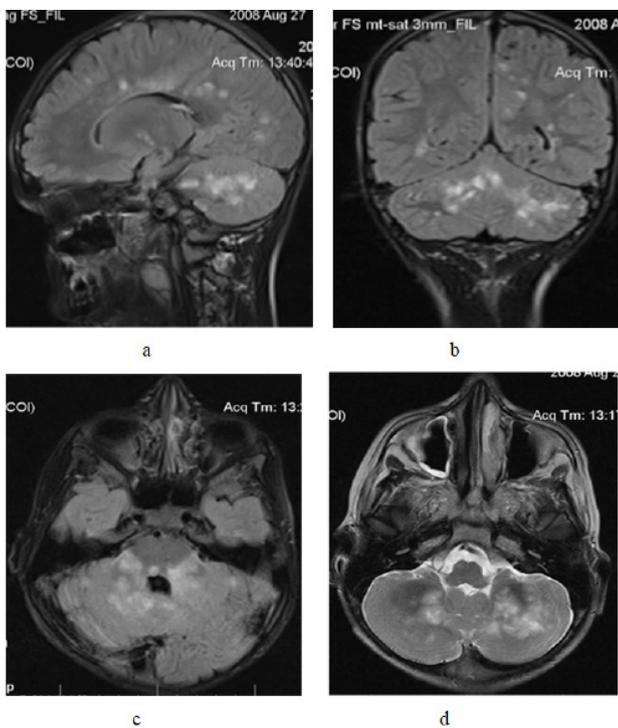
МРТ пациента М., 11 лет. (а - FLAIR, сагиттально; б - FLAIR, коронально; в - FLAIR, аксиально; д - T2-ВИ, аксиально). МР-картина многоочагового поражения головного и шейного отдела спинного мозга. Множественные супра- и инфратенториальные очаги с нечеткими контурами, располагающиеся частично перивентрикулярно и в ножках мозжечка, имеющие повышенный МР-сигнал на T2-ВИ и FLAIR, слабо гипоинтенсивные на T1-ВИ
